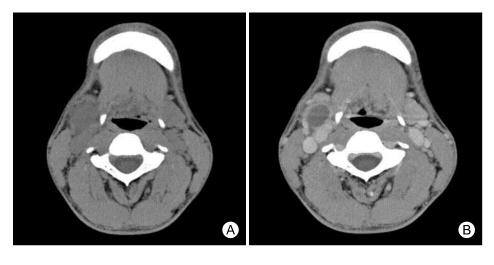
About 1.8×1.3 cm sized, central low attenuation lesion is found in the right carotid space (A, noncontrast computed tomography, B, enhanced computed tomography).
